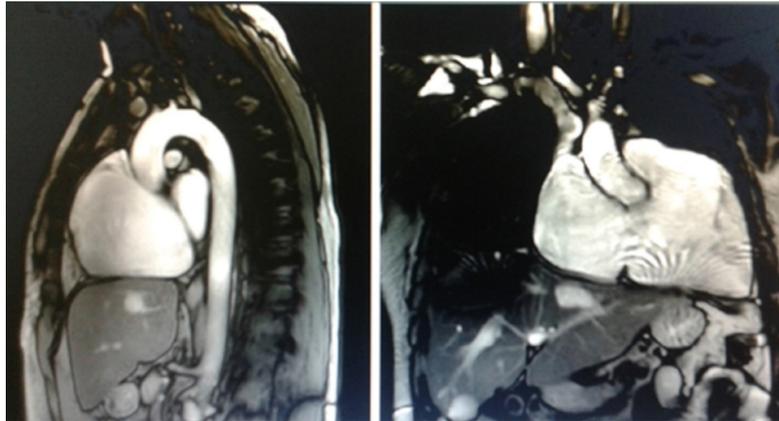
Ressonância magnética cardíaca que mostra ventrículo direito com dimensões aumentadas.
